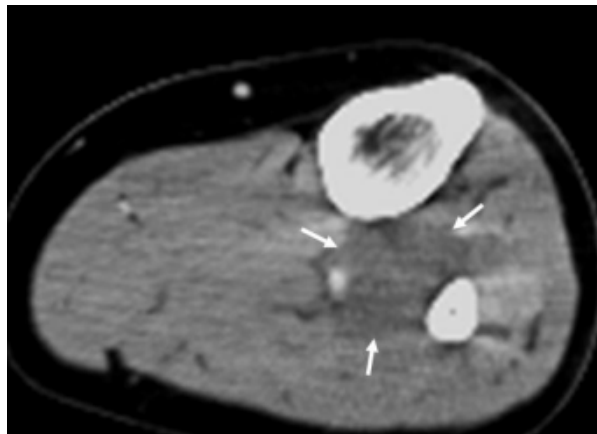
Sarcome d'Ewing du péroné chez une jeune fille de 17 ans. Image axiale en TDM après injection de produit de contraste du tiers proximal de la jambe révélant une masse mal limitée de faible densité impliquant les loges antérieurs et profonds du tiers proximal du mollet (flèches) (72).
